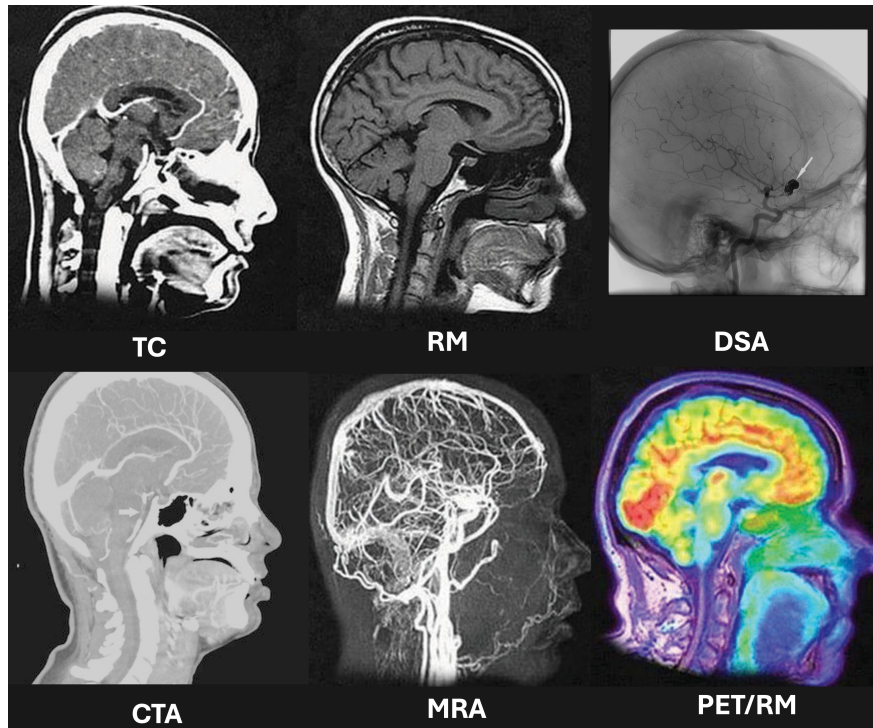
Representación comparativa de modalidades convencionales de neuroimagen. Arriba: TC y RM; abajo: RMA y PET/RM. Imagen adaptada de (Aryasinghe et al., 2016; San Diego Brain Injury Foundation, n.d. Waldron et al., 2018).
